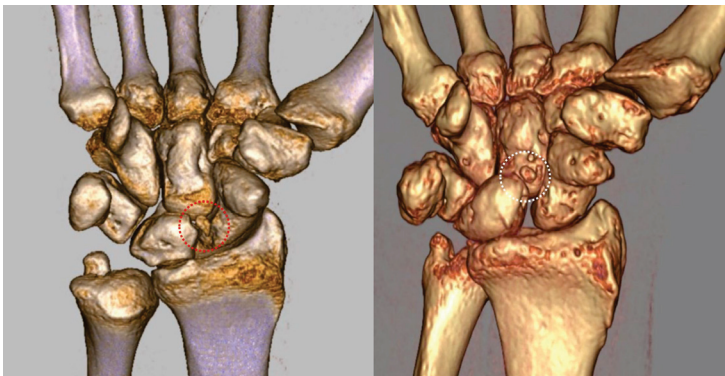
Os hypotriquetrum 3D BT görünümü
